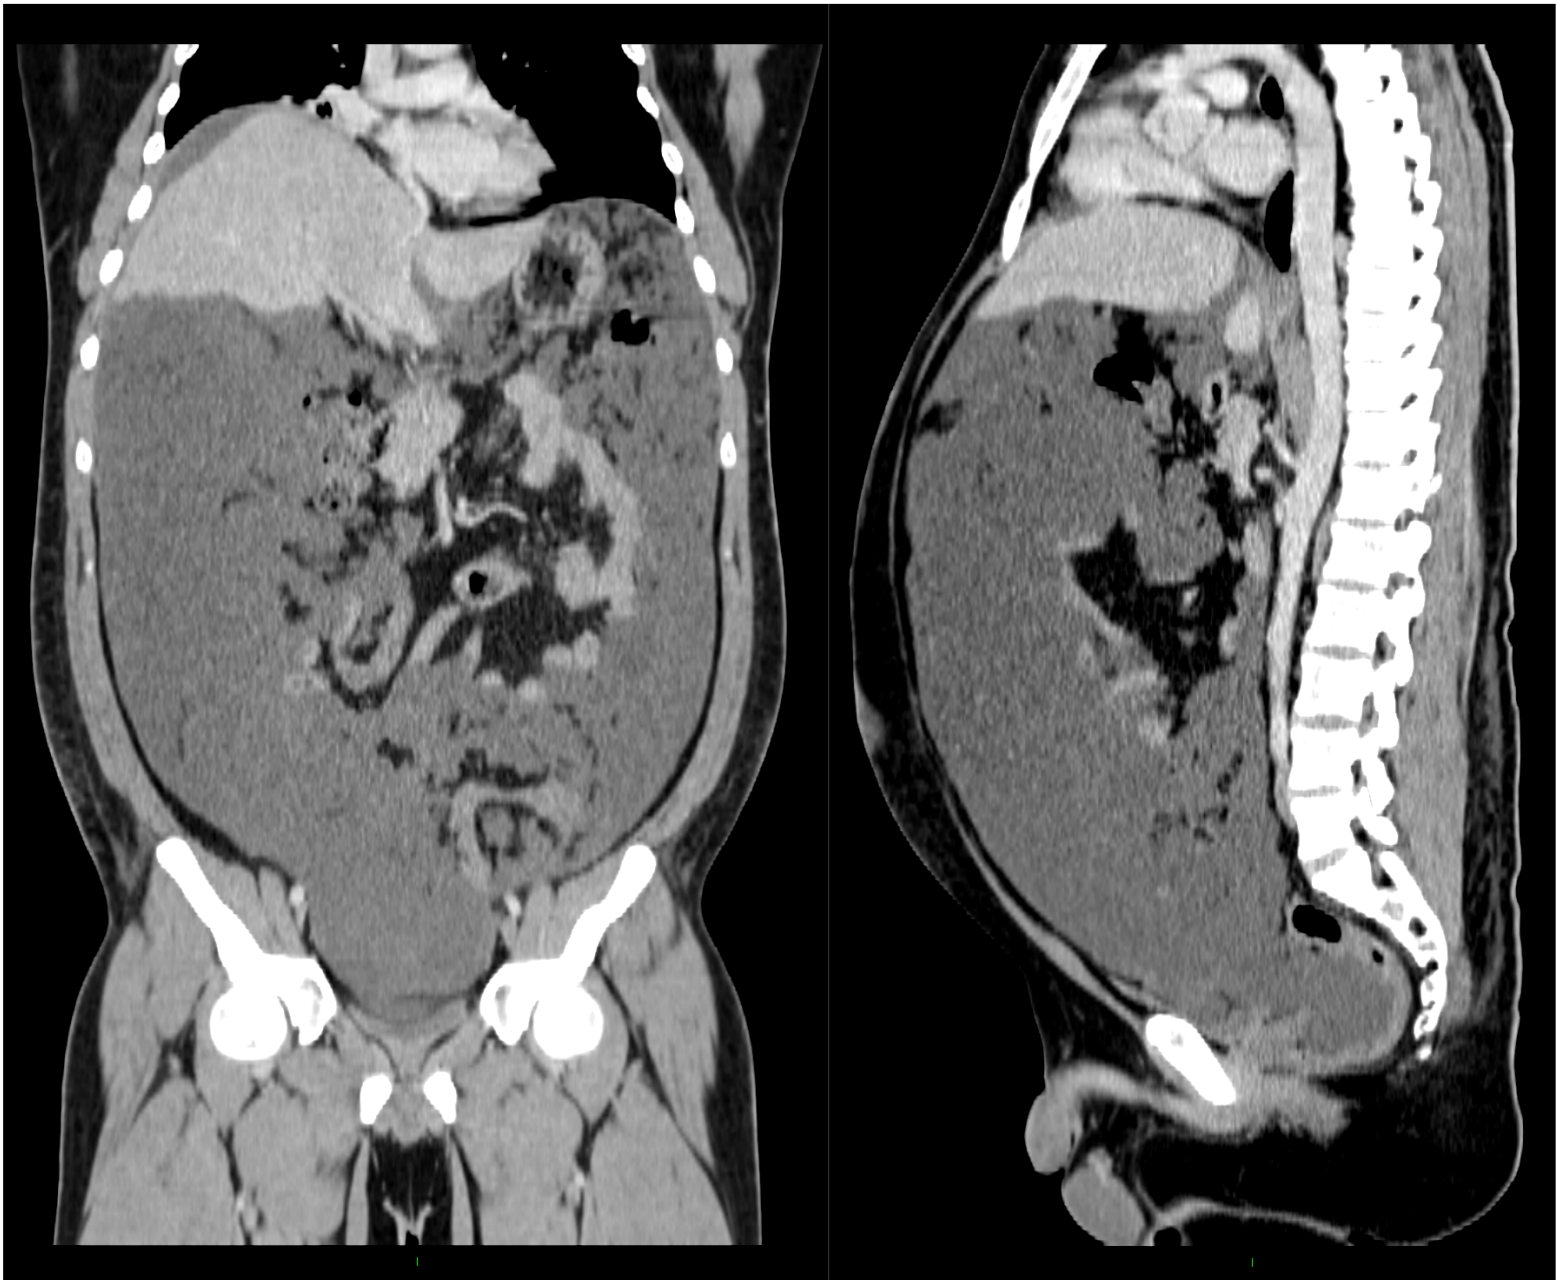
Tomografía abdominopélvica con contraste intravenoso en cortes coronal (izquierda) y sagital (derecha), mostrando material hipodenso con atenuación en rangos líquidos y textura granular que ocupa la cavidad peritoneal y desplaza las asas intestinales en sentido posterior y deforma el contorno hepático.
